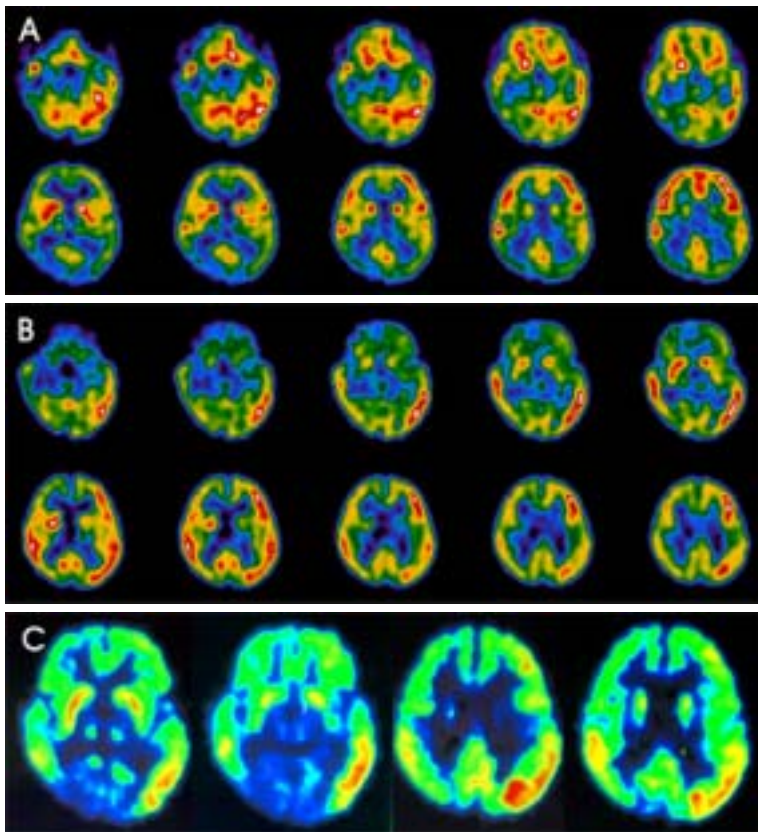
Functional neuroimages. (A, B) ^{99m}Tc -ECD SPECT taken at 4 months after the symptom onset shows decreased perfusion in the right temporal, bilateral thalami, and bilateral parietooccipital lobes, which are more prominent in right hemisphere at the follow up study done 5 months later. (C) ^{18}F -FDG PET taken at 9 months after symptom onset shows generalized decreased FDG uptake in the cerebral hemisphere, except for left temporal lobe and parietal lobe. Marked reduction of ^{18}F -FDG uptake is noted on both thalami and occipital lobes.
